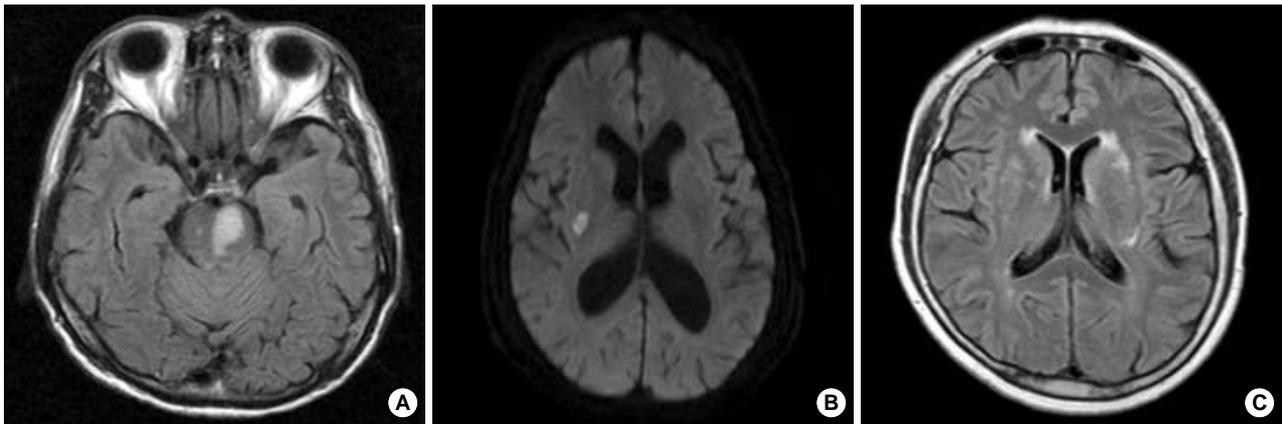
Brain magnetic resonance imaging (MRI) of patients. (A) FLAIR image of case 1 showed left pontine infarction, (B) Diffusion-weighted image of case 2 showed acute infarction in right basal ganglia, and (C) FLAIR image of case 3 showed multiple chronic ischemic lesions in the both periventricular white matter.
